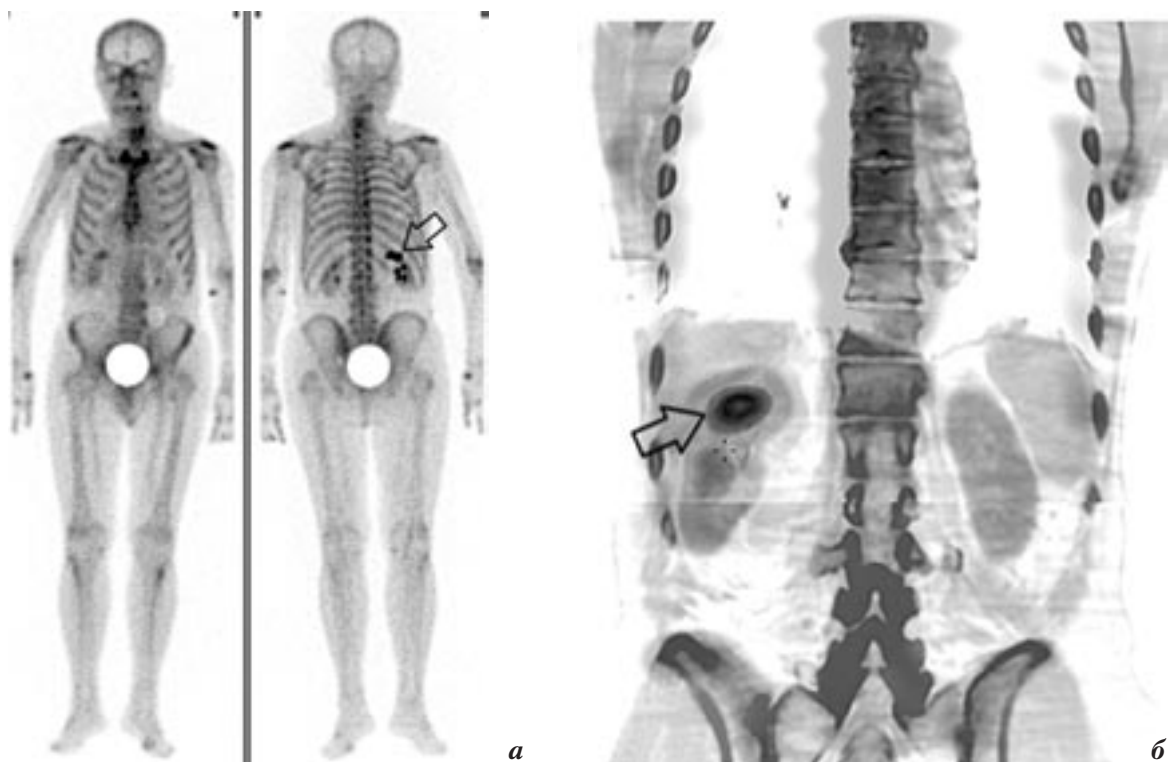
Совмещенная ОЭКТ/КТ при дифференциальной диагностике очаговых изменений нижних ребер и почек: *а* – локальное накопление РФП в проекции верхнего полюса правой почки (стрелка) имитирует очаговое изменение XI ребра; *б* – на фронтальном совмещенном ОЭКТ/КТ-срезе накопление РФП соответствует расширенной чашечке с признаками обструкции ее шейной зоны (стрелка)
